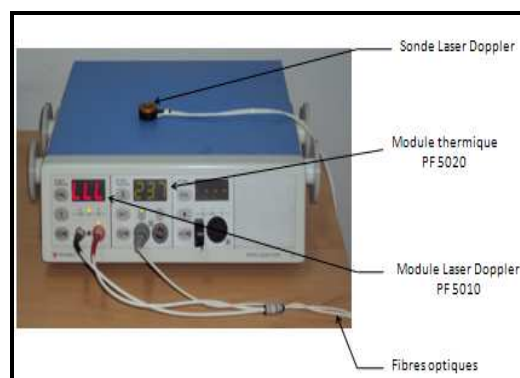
Photographie de l'appareil Doppler laser utilisé dans notre étude (Periflux PF 5001 Perimed, Jarfalla, Suède)
